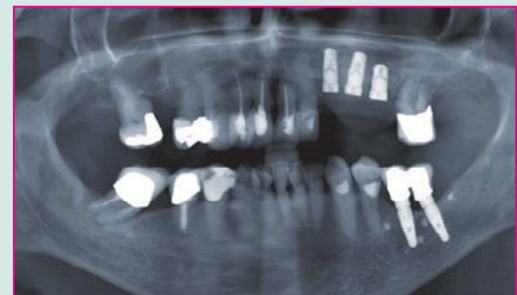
Kontrollröntgen post implantationem.
